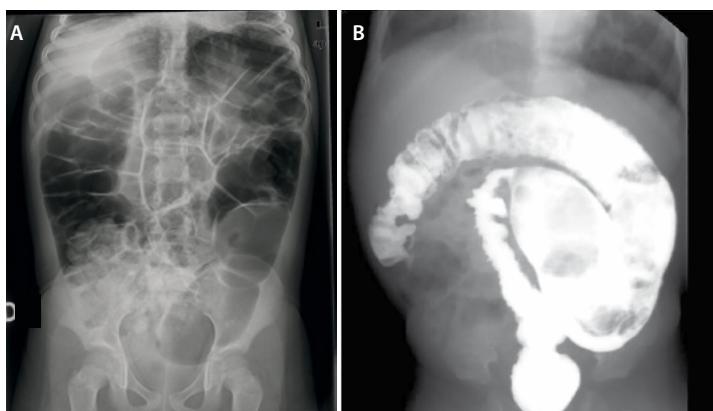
Enfermedad de Hirschprung: radiografía abdominal con distensión del colon y ausencia de aire distal (A) y enema opaco con estenosis distal (imagen en dientes de sierra) y dilatación colónica (B)
